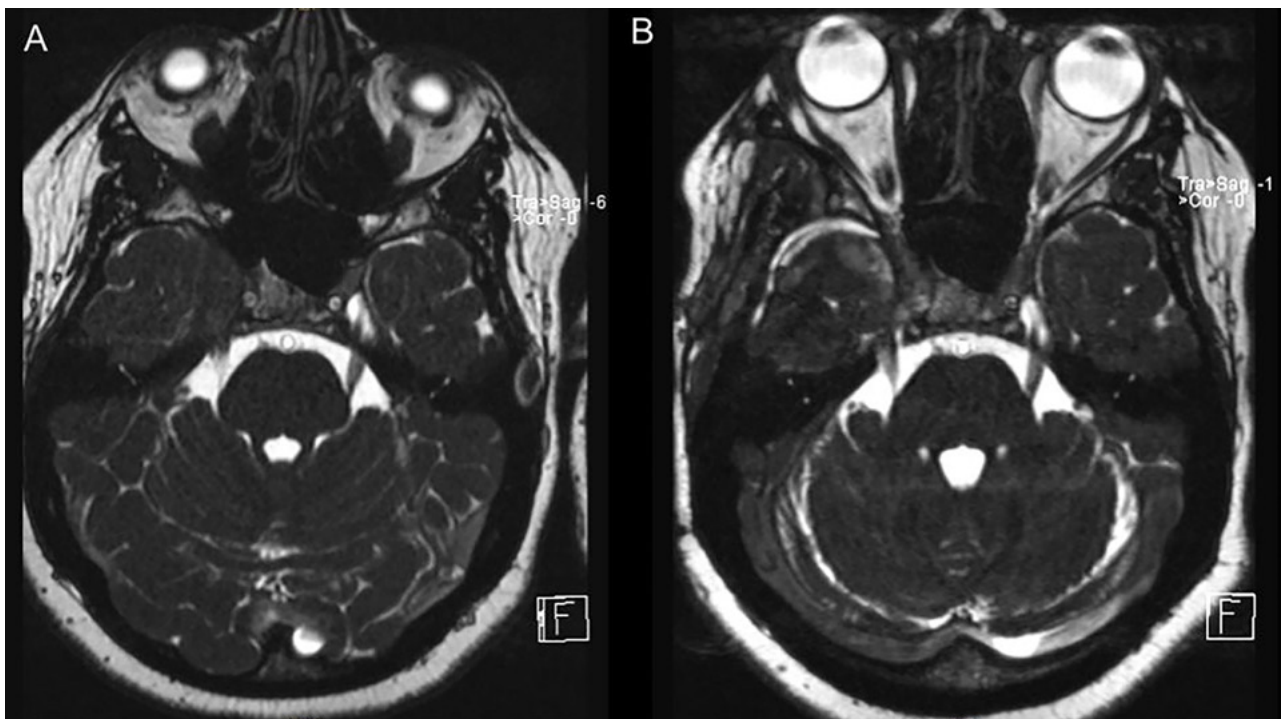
RMN secuencia CISS preoperatoria (A) y control a los 2 meses (B).
